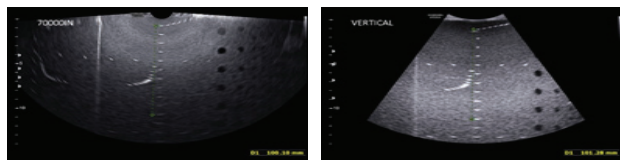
Vertical measurement images obtained by convex transducer(right) and transvaginal transducer(left). Evaluate whether structures located parallel to ultrasonic beams are accurately measured. Distance of 10 cm along the ultrasonic beam axis from the first target to the 11th target is measured.
